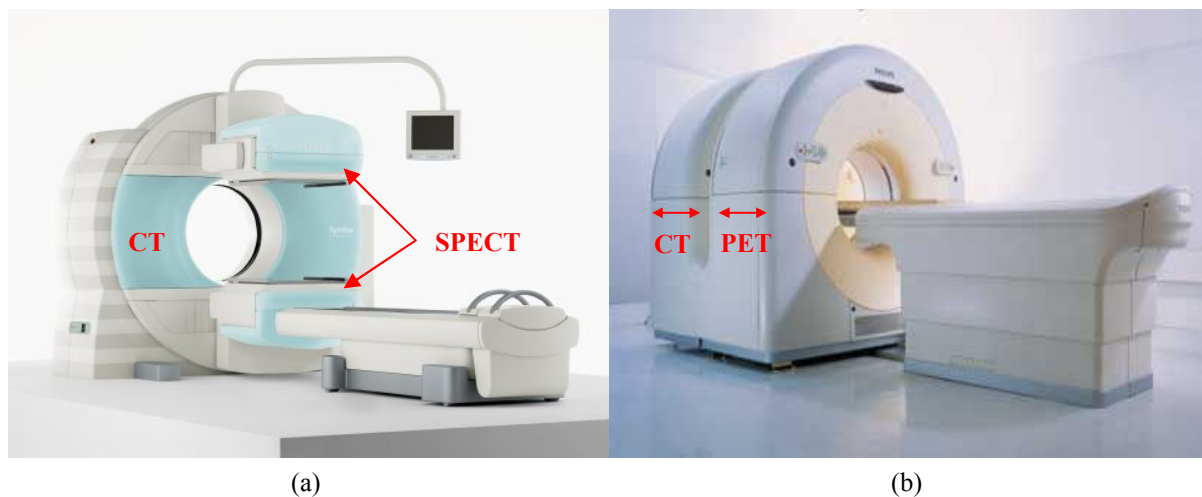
14. Caméra hybride (a) SPECT/CT à deux têtes de détection (Symbia T – Siemens), (b) PET/CT (Gemini GXL, TF – Philips).
